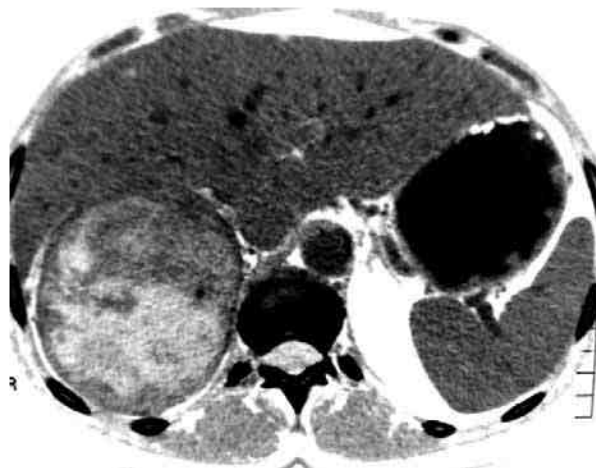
Компьютерная томограмма. Миелолипома правого надпочечника
